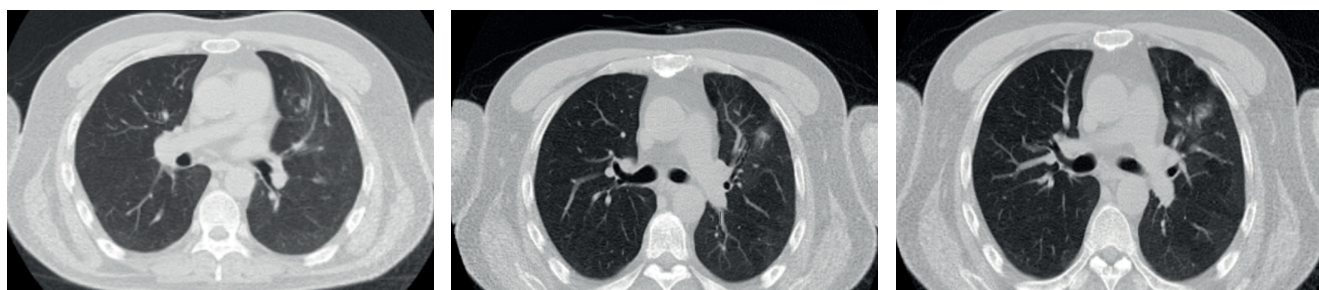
27.10.2020 г. КТ картина показывает диффузные помутнения по типу «матового стекла» в сочетании с субплевральной консолидацией в левой верхней доле.
